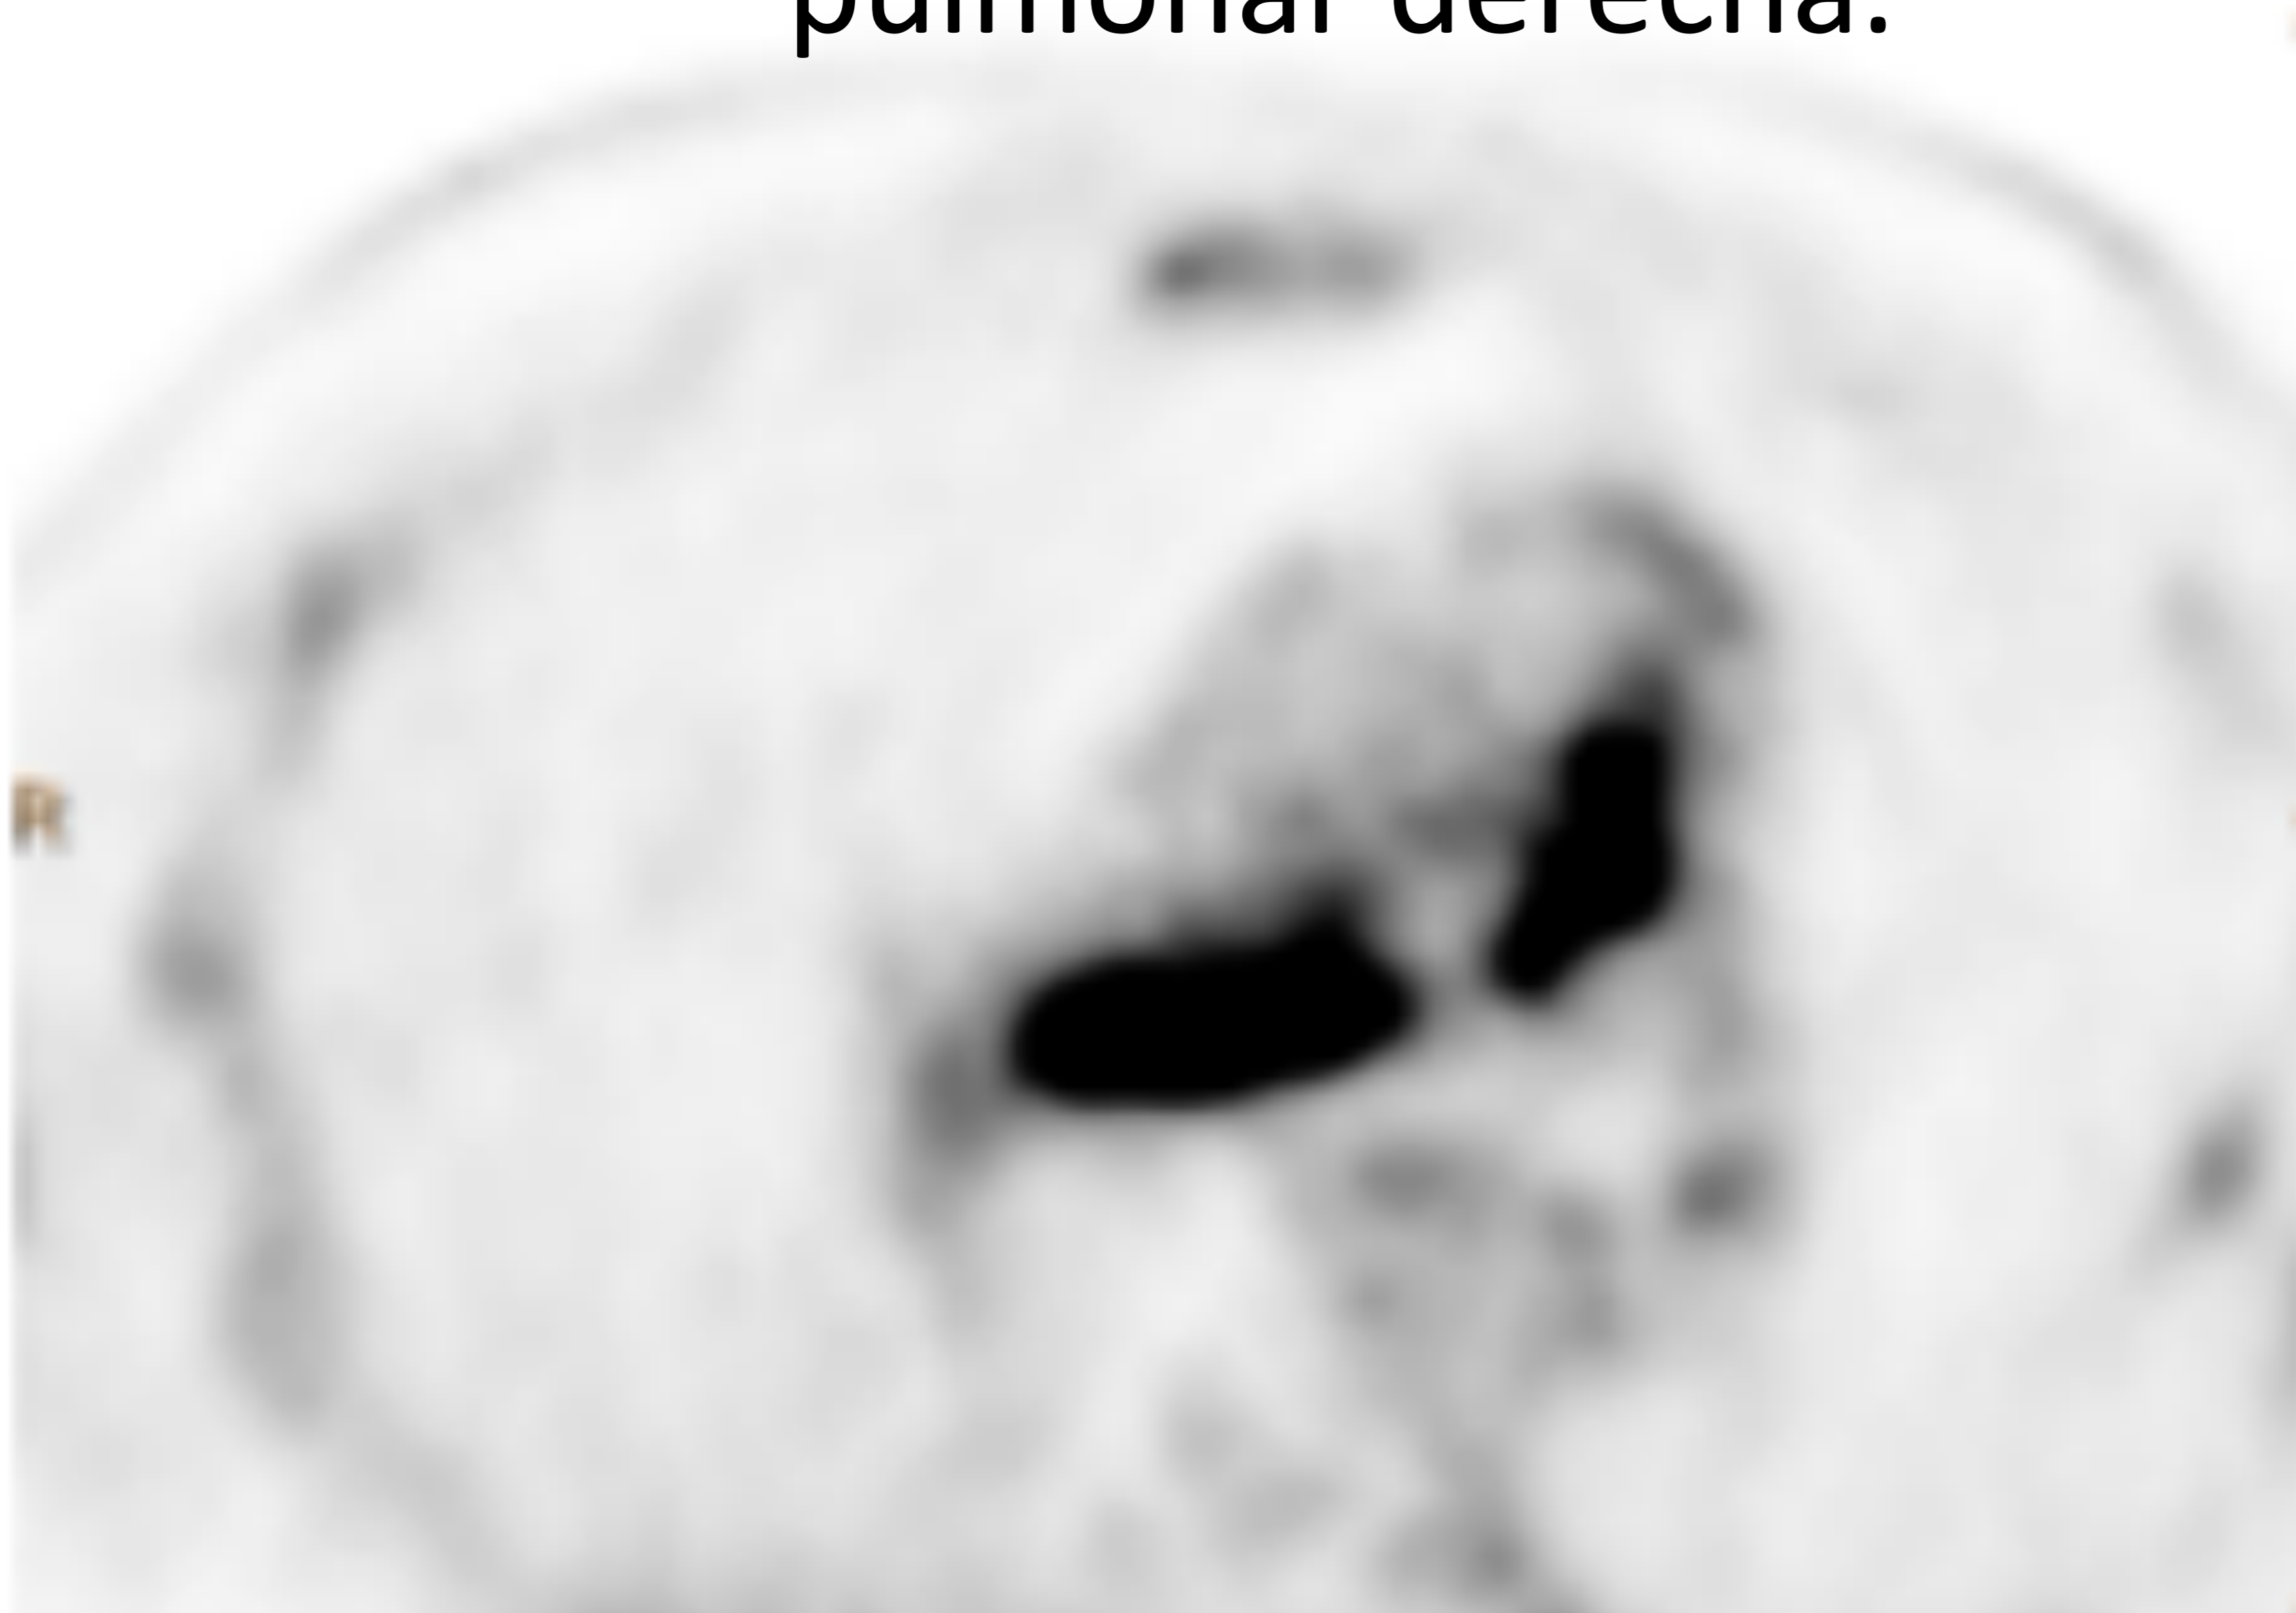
Angiosarcoma del arteria pulmonar derecha. PET-TC.
